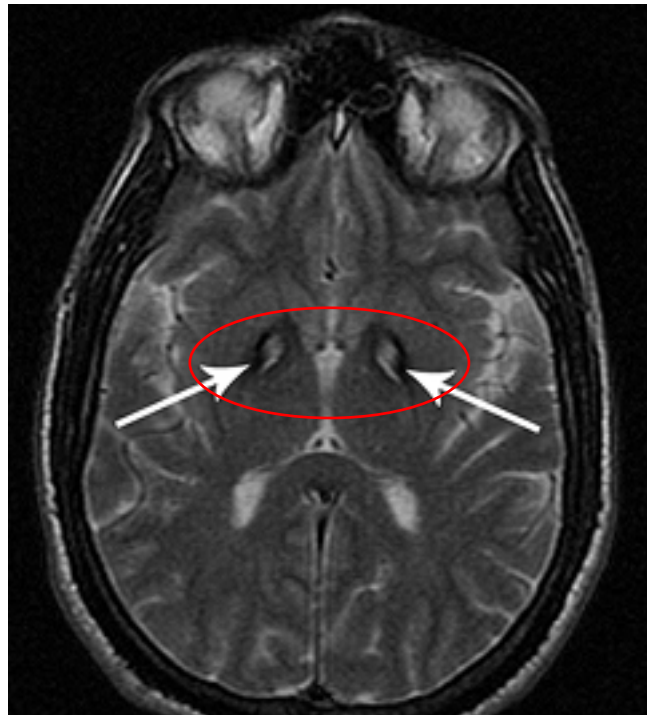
Patrón específico, “ojo del tigre”, mostrado en la MRI de pacientes PKAN. En la imagen se puede apreciar la acumulación de hierro en el globo pálido este paciente tras un estudio por imagen de Resonancia Magnética. (Adaptado 120)
